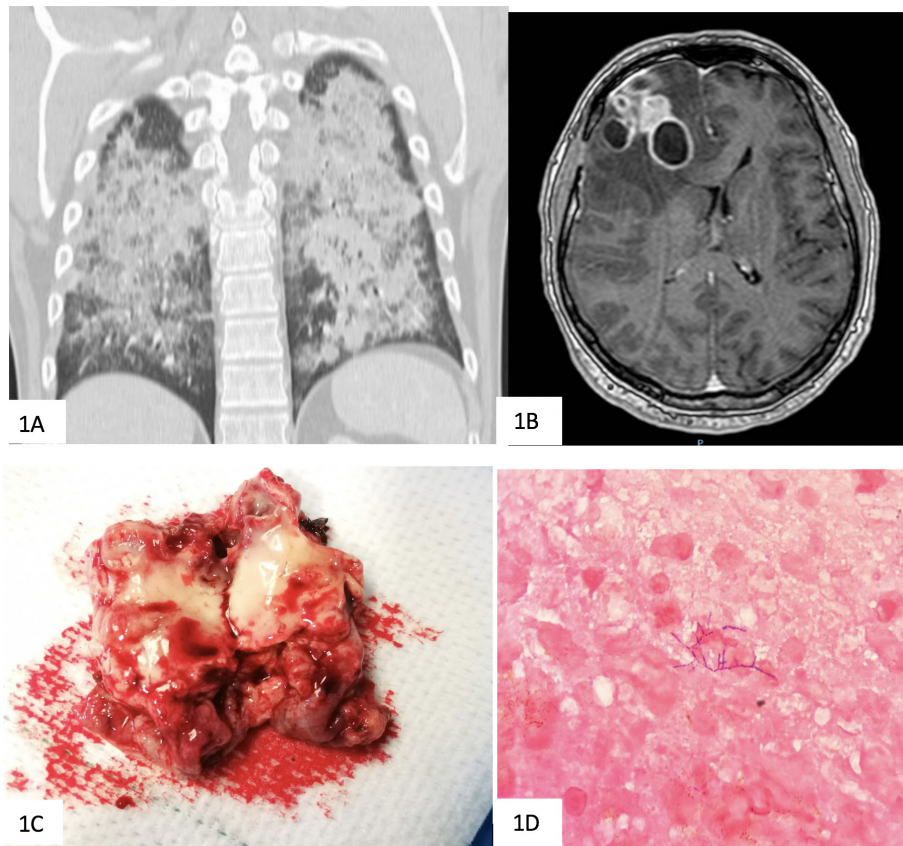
1A. Tomografía computerizada de tórax con áreas extensas en vidrio deslustrado y marcado engrosamiento de los septos interlobulillares. Condensación en lóbulo inferior izquierdo. 1B. Resonancia magnética craneal con voluminoso absceso multilobulado con edema circundante. 1C. Pieza quirúrgica. Nótese el aspecto sólido-quístico y las gruesas paredes del absceso. 1D. Aspecto microscópico. Presencia de numerosos fibroblastos reactivos, neutrófilos polimorfonucleares y necrosis. Estructuras bacilares filamentosas que tiñen con plata compatibles con *Nocardia*.
